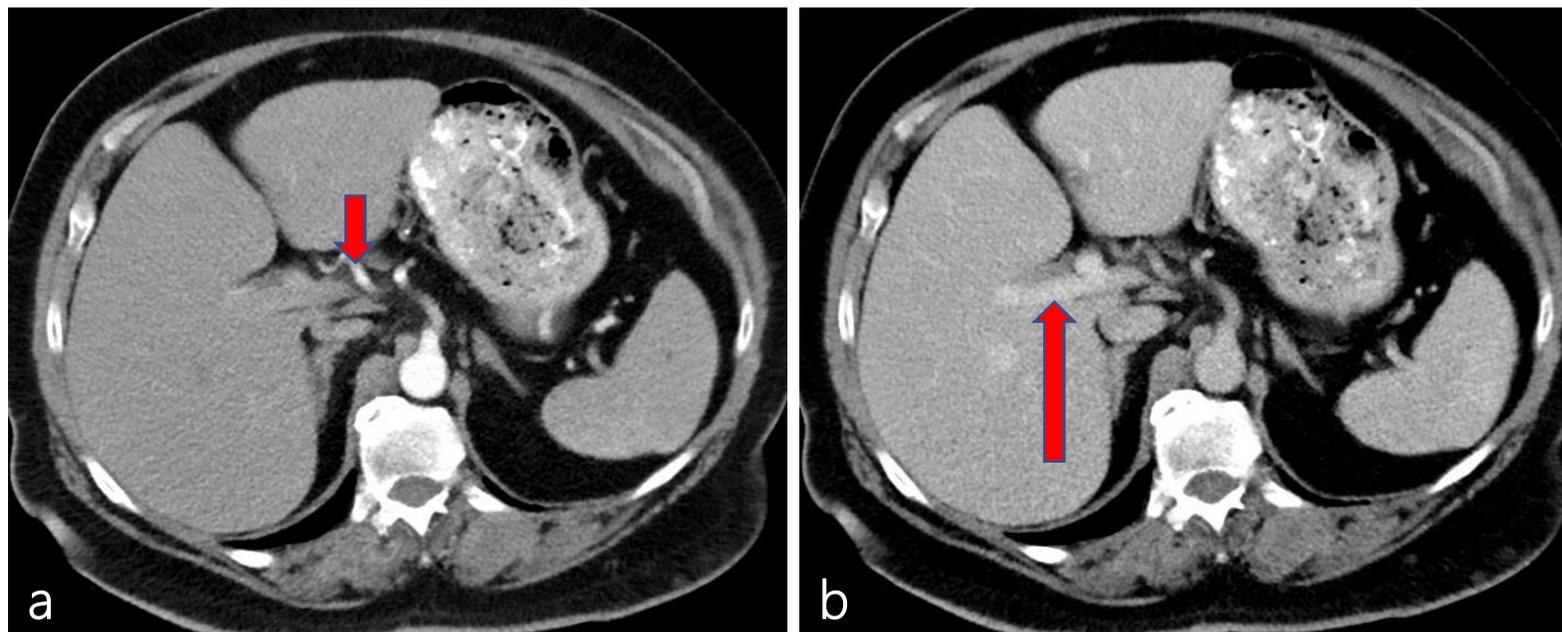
TC hepática normal. Imagens de TC pós-contraste nas fases arterial (a) e portal (b) ao nível do hilo hepático mostram parênquima homogêneo e vasos normais. Artéria hepática (seta curta), veia porta (seta longa)
